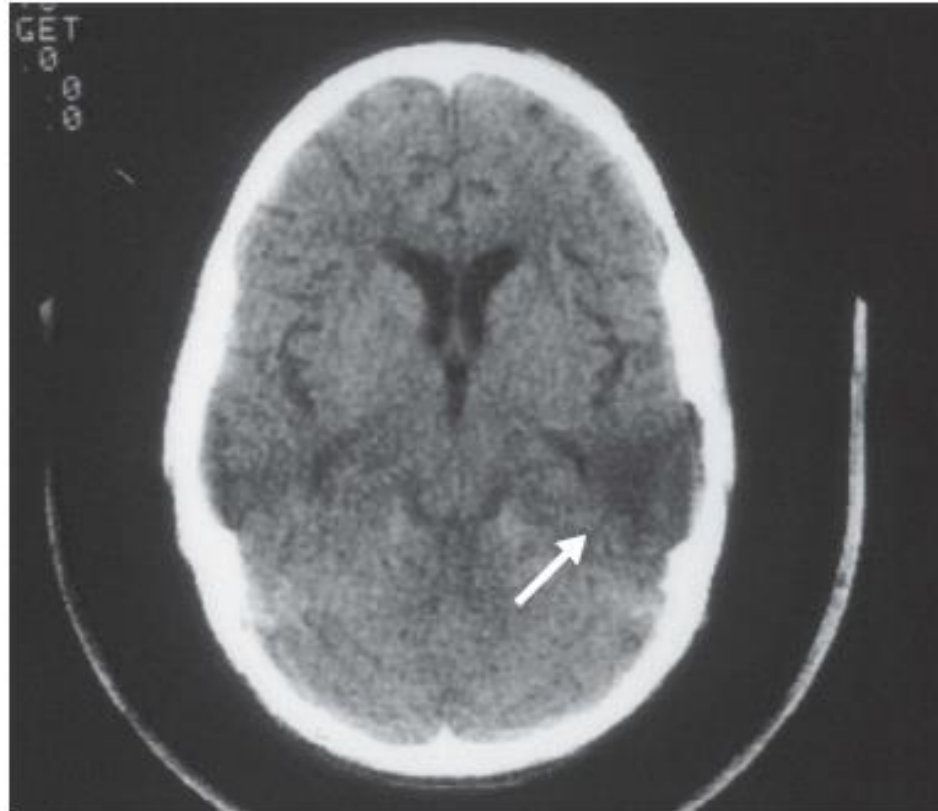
A noncontrast computed tomography scan of a 12-year-old girl with nephrotic syndrome that shows a triangular area of infarction affecting the blood flow distribution area of the middle cerebral artery (arrow).
